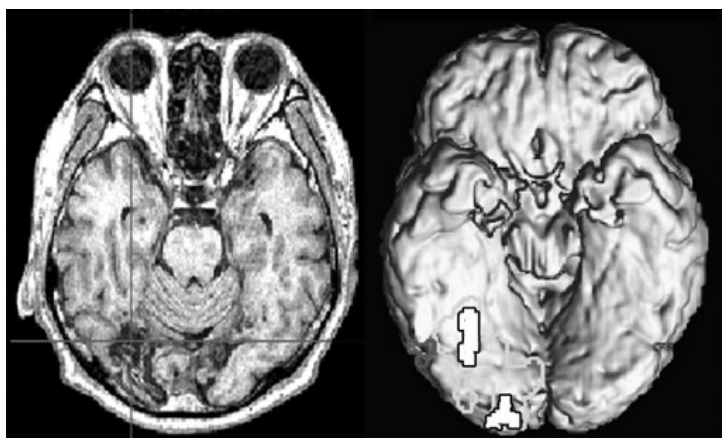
症例2の頭部MRI (左図) と等輝度カラーグレーティングで検出したV4野の反応部位 (右図の黒枠白抜き部分)。
